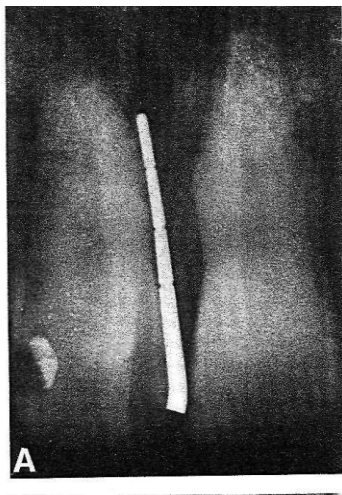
A. Radiografía con una sonda posicionada.
